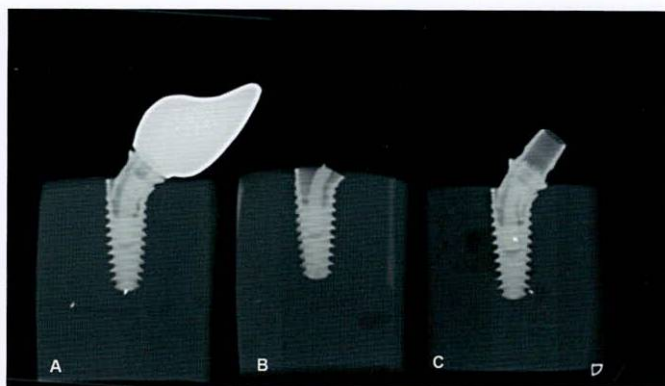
Radiografía de los diferentes tipos de fallas: A. Deformación del implante, del Ti Base y del tornillo. B. Fractura del tornillo. C. Desalojo de la corona, con deformación del complejo
